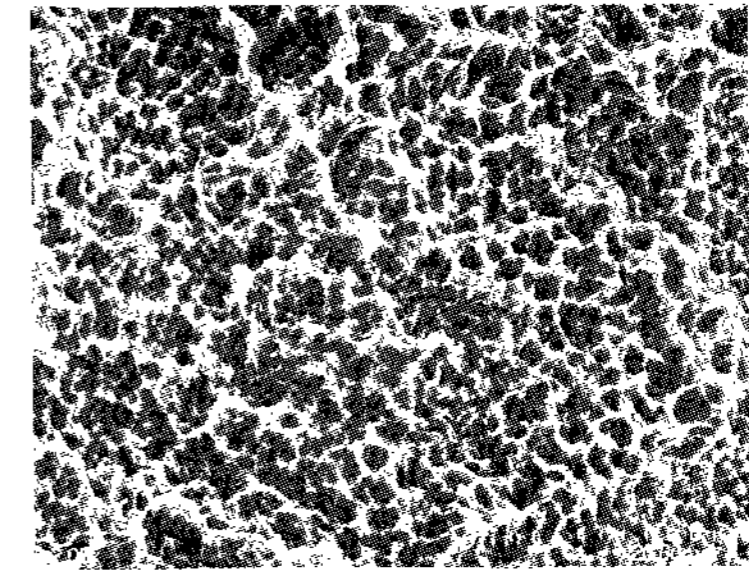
SLA surface treated by 50mg/ml TC-HCl for 3min($\times 2,000$).
